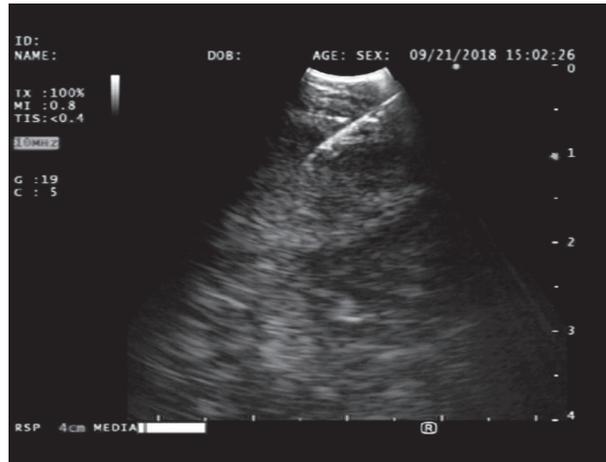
Trans-esophageal endobronchial ultrasound-guided needle aspiration.
